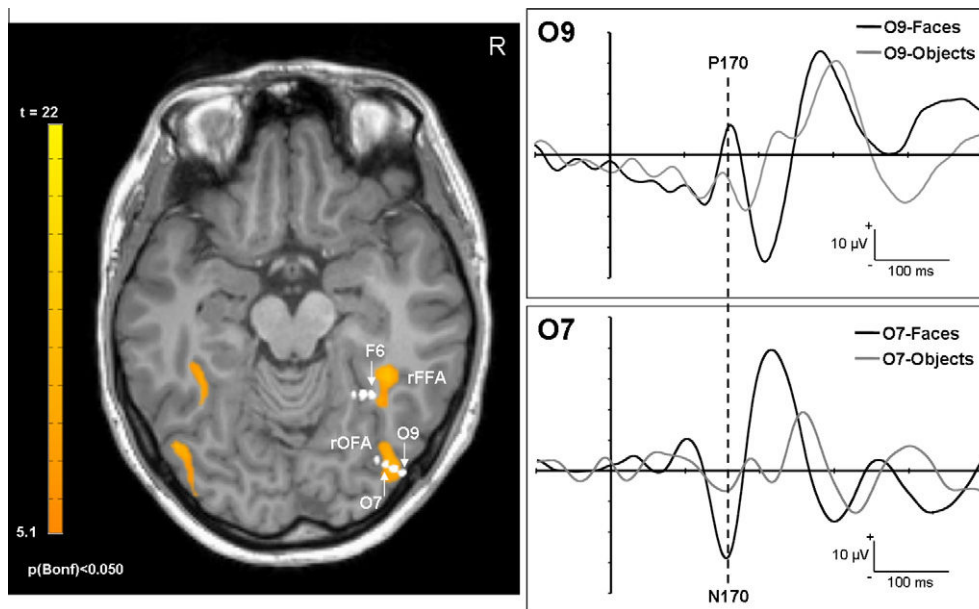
Anatomical and functional location of the eloquent stimulation site whose stimulation induced transient prosopagnosia (contact O7). Left: Fusion between fMRI and post-operative CT-scan with implanted depth electrodes. fMRI disclosed classical face-selective regions in the right inferior occipital gyrus (most posterior activation, right OFA, Talairach coordinates: $x = 39$ mm, $y = -78$ mm, $z = -17$ mm, 447 voxels) comprising the contacts O7 to O9 and in the right fusiform gyrus (most anterior activation, right FFA, $x = 33$, $y = -43$, $z = -21$, 3162 voxels). Homologous regions in the left hemisphere were also disclosed at this threshold (left OFA: 145 voxels, $x = -44$ mm, $y = -72$ mm, $z = -17$ mm; left FFA: 291 voxels, $x = -36$ mm, $y = -47$ mm, $z = -14$ mm). Note that the Talairach coordinate were obtained after standardization in the Talairach space, but the non-normalized image is displayed here. Right: Visual potentials evoked by faces and objects on contacts O7 and O9. A face sensitive N170/P170 potential (latency: 160 ms) was recorded on contacts O7 and O9. The polarity reversal observed for the face sensitive N170/P170 potential between these two close contacts suggests a local generator of this face-sensitive component.
